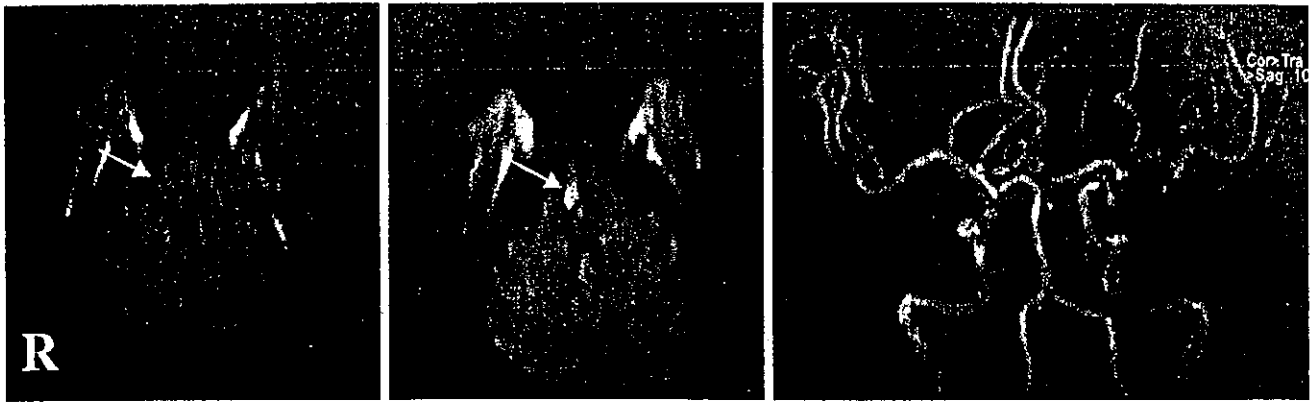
MRI 拡散強調画像でも超急性期には病巣が明瞭に描出されなかったラクナ梗塞症例 a | b | c
